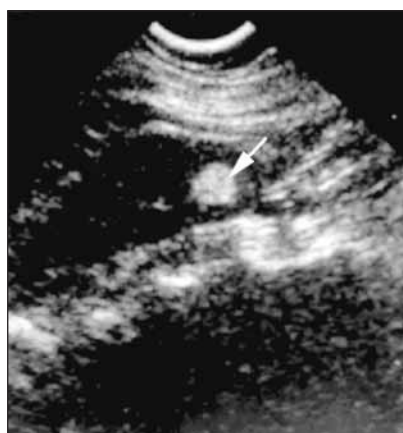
УЗИ. Представлена АМЛ в виде гиперэхогенного участка (стрелка), который окружен гипоэхогенной тканью почки
